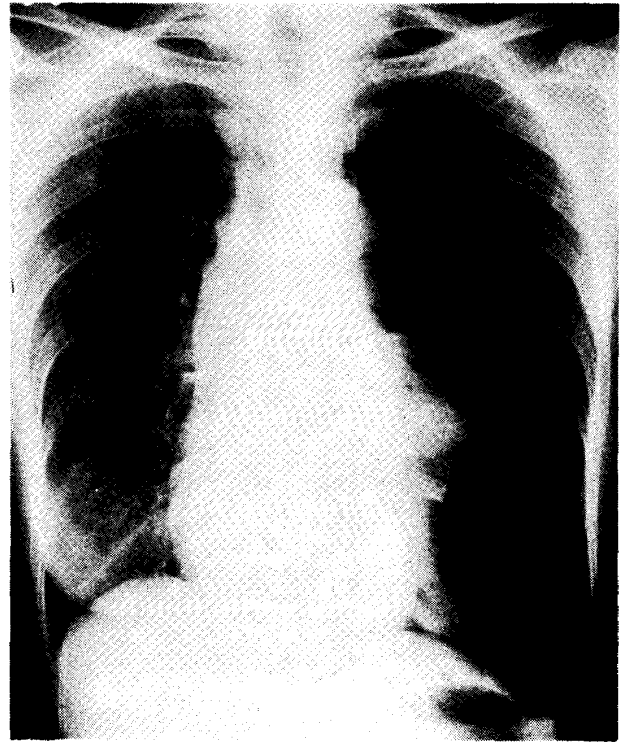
Case 4; A 57-year-old woman with left pneumothorax for 4 days before admission. Chest X-ray film with completely collapsed left lung and mediastinum shifted to right-ward on admission (Sept. 13. '72).
